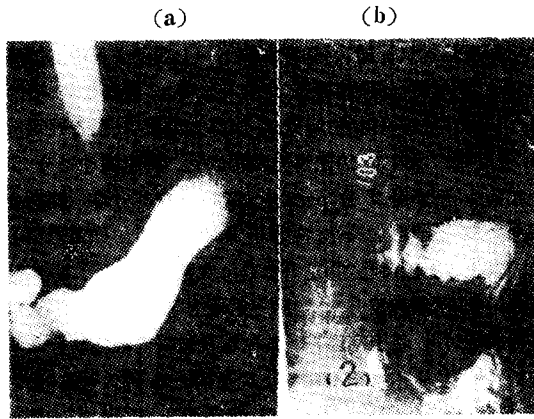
症例 1의 X-ray 寫眞 (a) 術前 (b) 術後 15日, 食道-空腸端側吻合 Barium 通過가 良好함.
